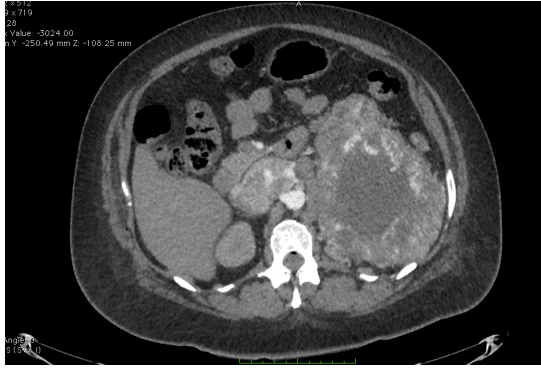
Tomografía axial computada (TAC) contrastada, evidencia de tumor renal izquierdo con extensión a vena cava inferior.
